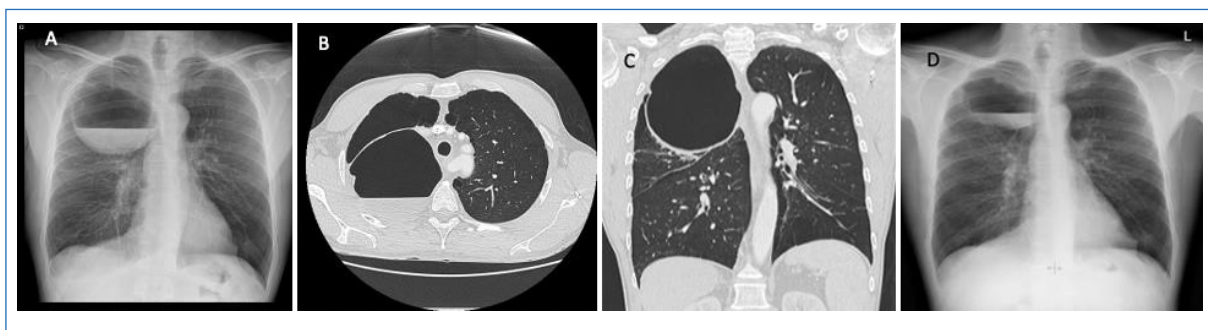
A: chest X-ray shows a radiolucent lesion measuring 15 × 13 × 12.5 cm located in the right pulmonary apex with an air-fluid level inside B and C: computed tomography scan shows a 13 cm cystic lesion in the right upper lobe, consistent with a complicated bulla. D: follow-up chest X-ray demonstrated radiological improvement with a reduction in bulla size and air-fluid level in the right upper lobe after 4 weeks of treatment.
